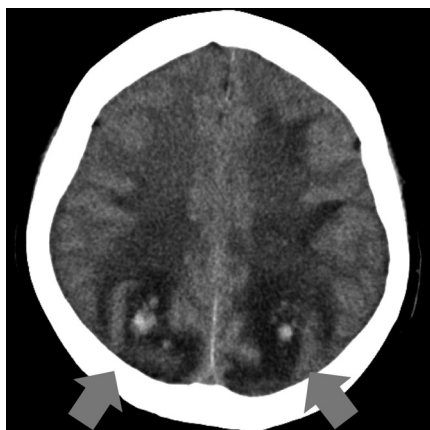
Non-contrast-enhanced CT scan of the brain demonstrated progression of hemorrhagic lesions and vasogenic edema 1 day after PRES occurrence (arrows).
